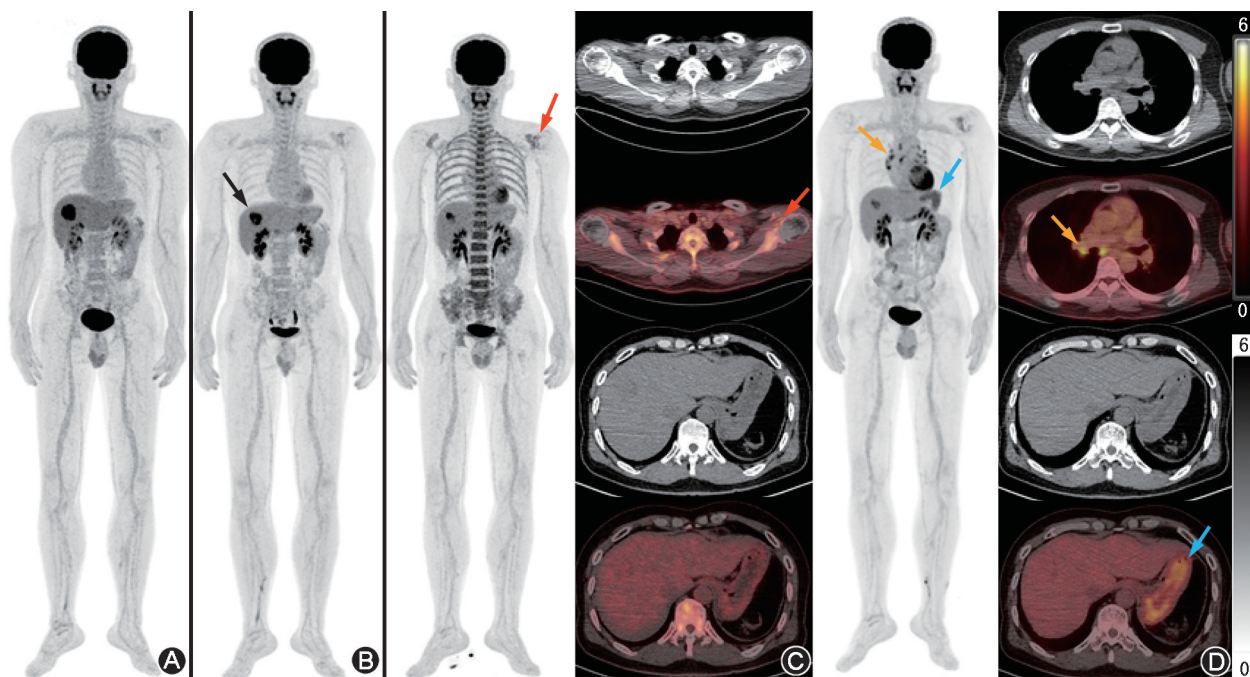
肝内胆管癌患者(男,50岁)接受基线及3次间隔1个月随访的全身 ^{18}F -FDG PET/CT显像图 A.基线全身PET显像最大密度投影(MIP)图显示,肝内可见FDG高摄取灶,双侧肩关节投影区斑片状摄取灶,考虑为轻度肩关节炎,余未见明显阳性病灶;B.第一次随访MIP图,肝内病灶缩小(箭头示);C.第二次随访全身PET/CT显像示双侧肩周炎加重, $\text{SUV}_{\text{peak}} = 3.27$ (箭头示),中轴骨糖代谢水平增高考虑为与患者因中性粒细胞减少症使用人粒细胞刺激因子导致的骨髓造血细胞代谢活跃有关;D.第三次随访全身PET/CT显像新发纵隔及双肺门区淋巴结炎($\text{SUV}_{\text{peak}} = 4.76$;黄箭头示)、胃炎($\text{SUV}_{\text{peak}} = 4.08$;蓝箭头示)
